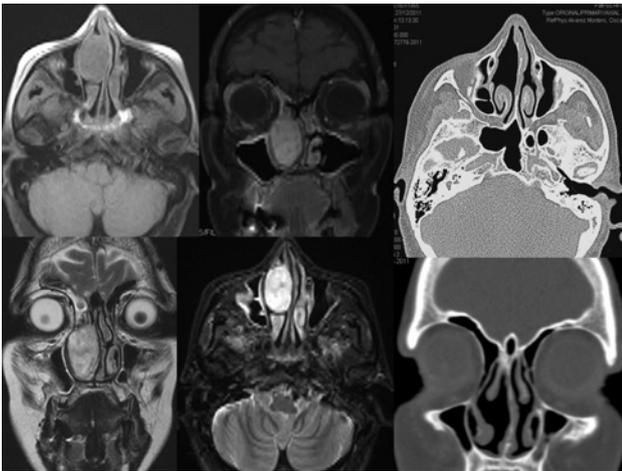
Imágenes de Resonancia preoperatoria en T1, T2 y con gadolinio i.v. y TAC a los 4 años de la intervención.
